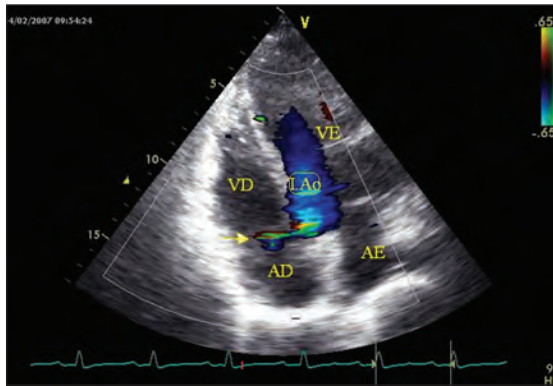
Ecocardiografia transtorácica. Incidência apical 4C. Observa-se prótese mecânica em posição aórtica com insuficiência grave e fistulização (Seta) para as cavidades direitas.
